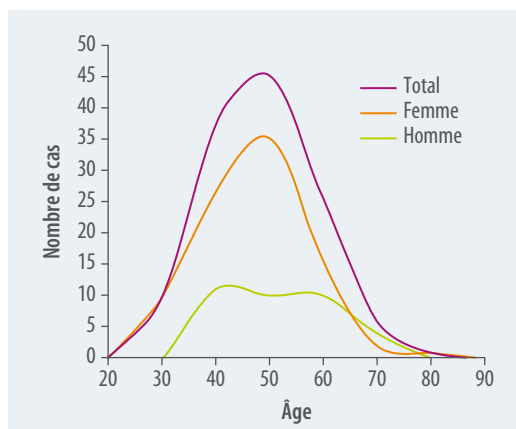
Facteurs de risque systémiques de calcification de la coiffe des rotateurs (8). Distribution des âges à l'apparition des symptômes. Données collectées à l'hôpital d'Oxford entre août 1996 et juillet 2001. Toutes les radiographies ont été analysées et tous les patients ont été revus après 3 mois.
